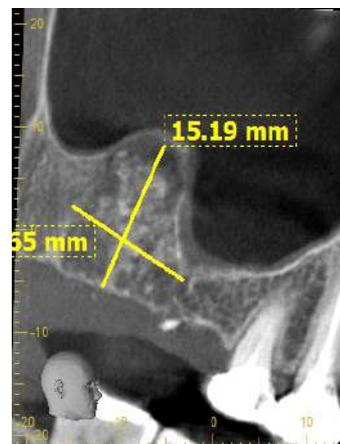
Пациент Т., 42 года. 3Д КТ верхней челюсти до и после операции. Диагноз: Радикалярная киста от 1.7 зуба, проросшая в верхнечелюстной синус
